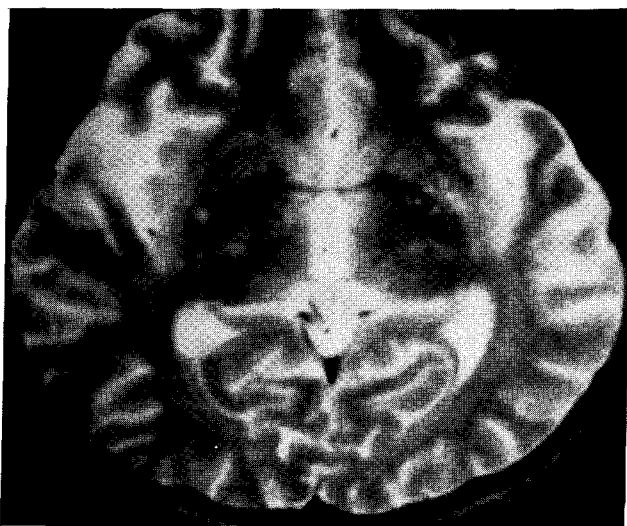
MRI of the brain showed perivascular space widening in both basal ganglia but otherwise there were no abnormal findings.
